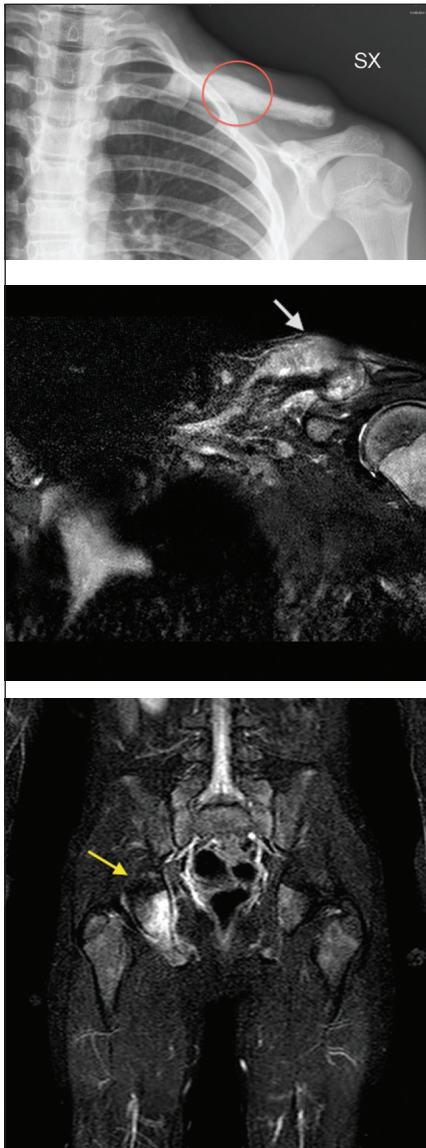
(A) Assottigliamento della corticale con aree osteolitiche della spongiosa, reazione periostale e spicule nel terzo medio laterale alla Rx. (B) Lesione iperintensa di dimensioni 45 x 22 x 30 mm, disomogenea con aree di osteolisi associate a ispessimento della corticale ossea, alterazione diffusa della spongiosa con enhancement a manicotto, suggestivo per una lesione di natura neoplastica alla RM in proiezione coronale, tecnica STIR. (C) Importante enhancement dopo somministrazione di mezzo di contrasto in corrispondenza dell'acetabolo destro, che appare iperintenso alla RM total-body.
